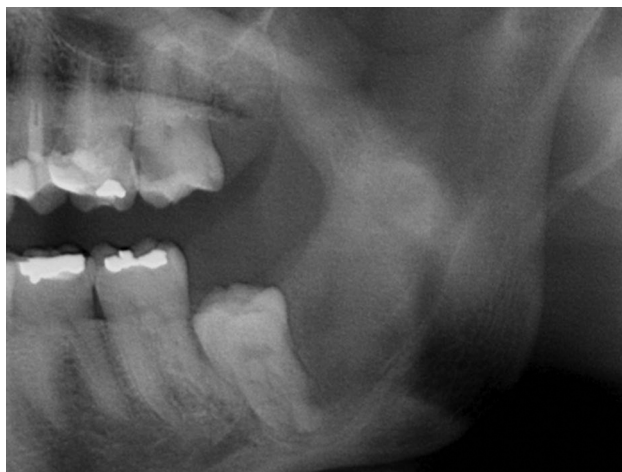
Ortopantomografia após um ano onde é visível diminuição significativa da lesão na zona do 3.º quadrante.
